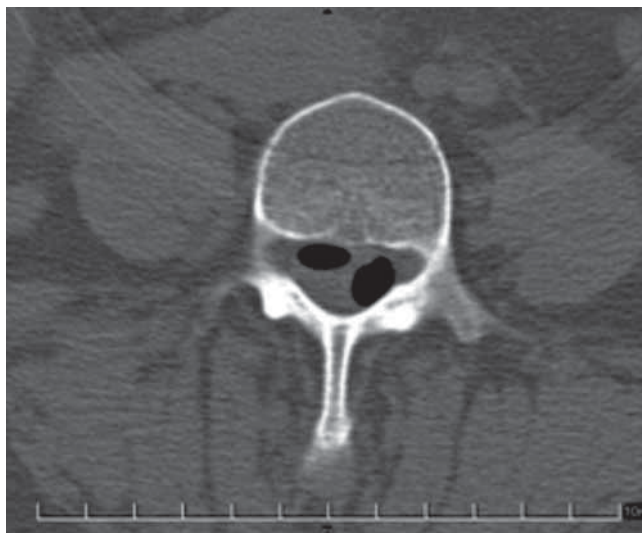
TAC muestra efecto de masa sobre el saco dural, sobre todo en su porción lateral izquierda en L₄-L₅.
